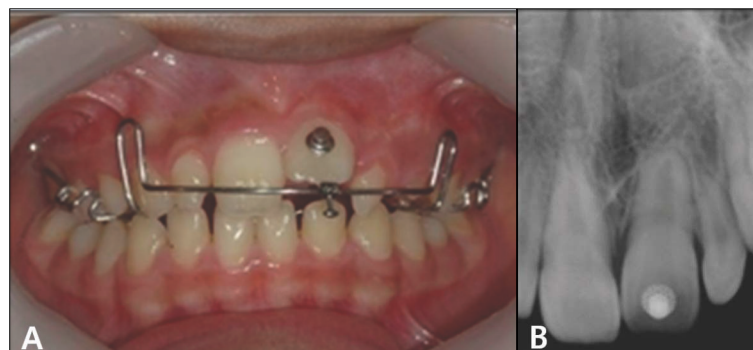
9months after traction. Intraoral photograph(A), Periapical radiograph(B)
